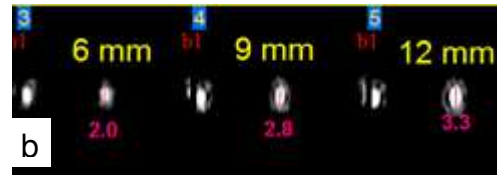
(b)- Tomografia do canal cirúrgico da amostra 9
